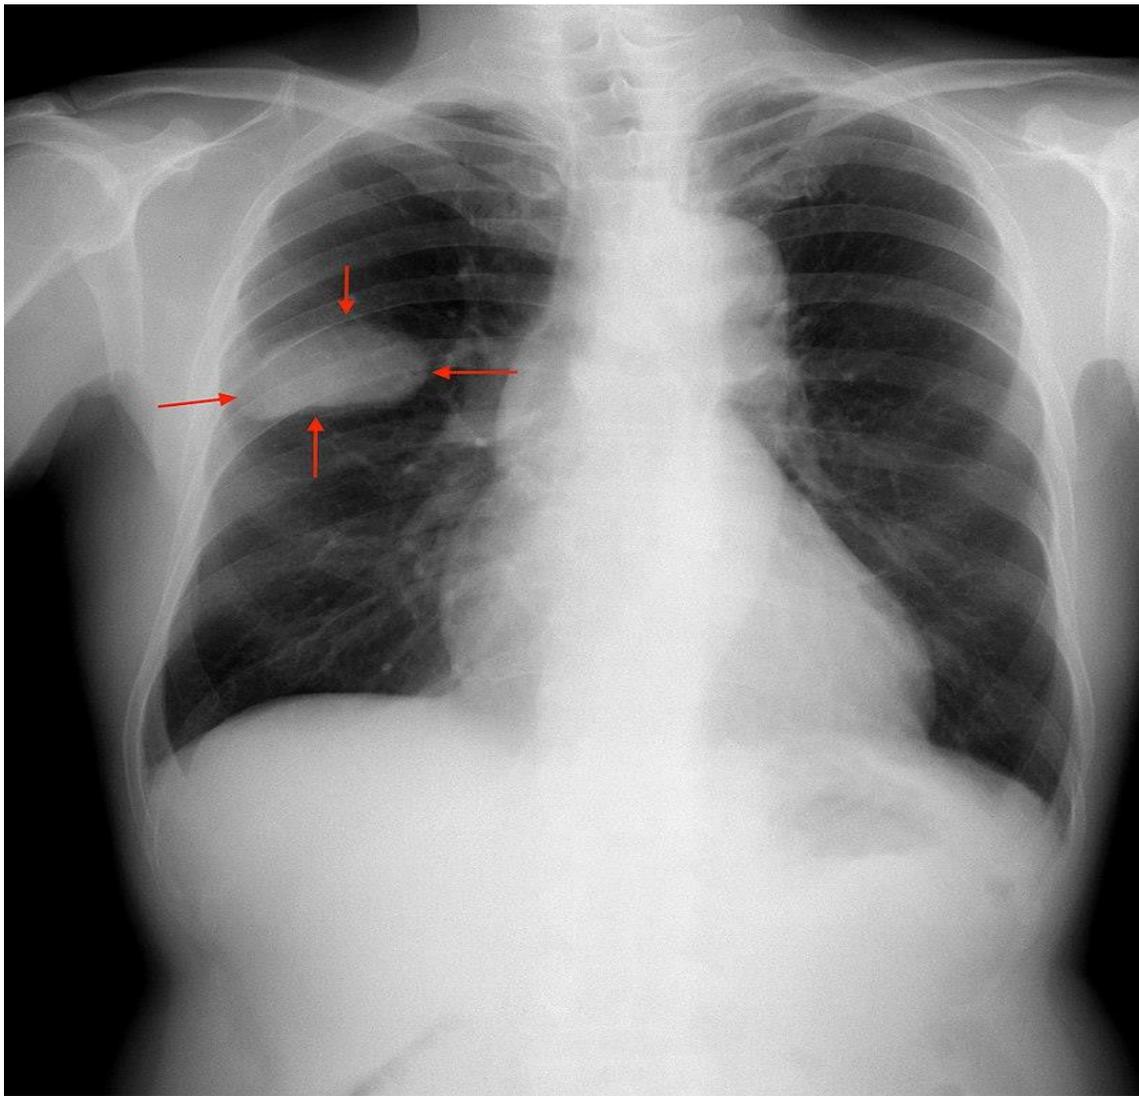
Image radiographique d'un nodule périphérique en faveur d'un cancer pulmonaire.
